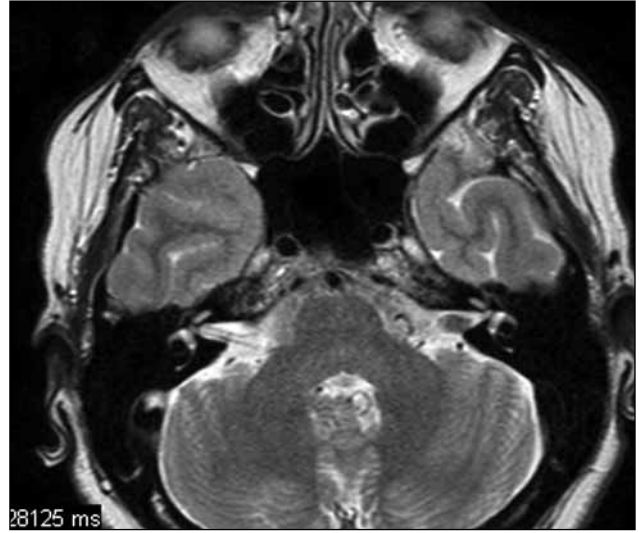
MRG T2AG sol internal akustik kanal, kanalın fundus olarak adlandırılan lateral ucu, kokleanın merkezinde spiral ganglionların bulunduğu ve hipointens görülen modiulus izlenmektedir.
